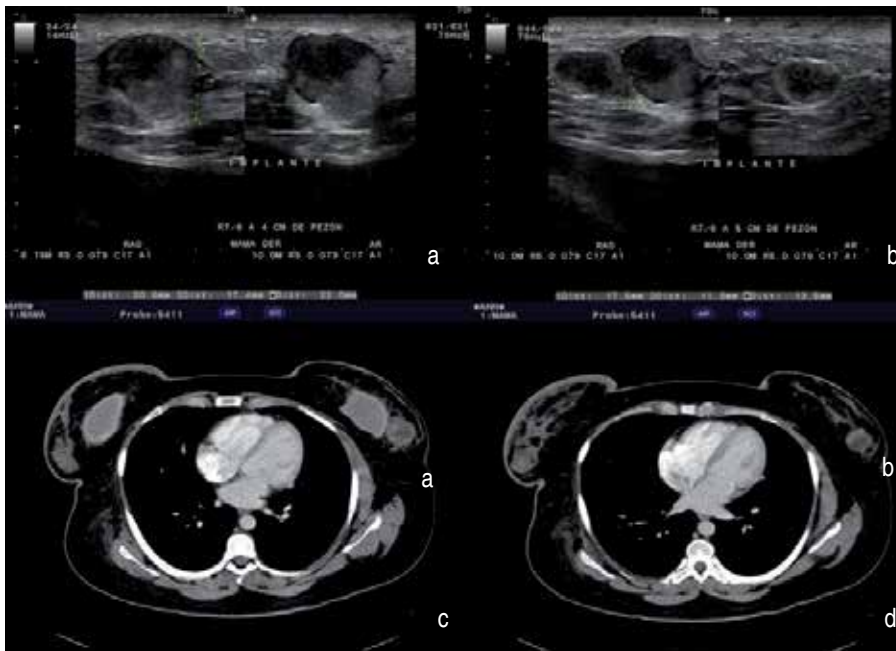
Ultrasonido que muestra en la región axilar y cola de mama derecha múltiples lesiones nodulares, de morfología lobulada, con patrón heterogéneo y áreas alternas hiperecogénicas, márgenes circunscritos y que muestran escasa vascularidad con la aplicación de Doppler color, en relación con lesión residual o recidivante.
